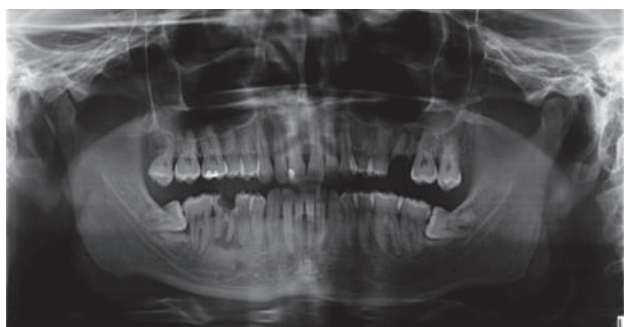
Radiografía panorámica donde se pueden observar la presencia de restos radiculares asociados a imágenes radiolúcidas apicales en 2.6 y 4.6, además de la presencia de los terceros molares inferiores retenidos en posición horizontal.
